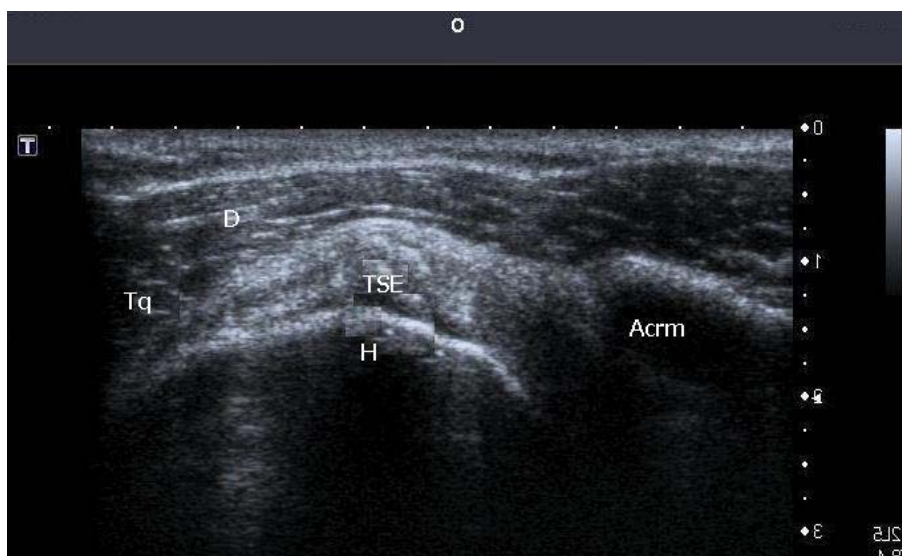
Imagen con ecografía. Acrrm= acromion, D= m. deltoides, H= cabeza humeral, Tq= troquiter e inserción del t. del supraespinoso, TSE= tendón del supraespinoso.
